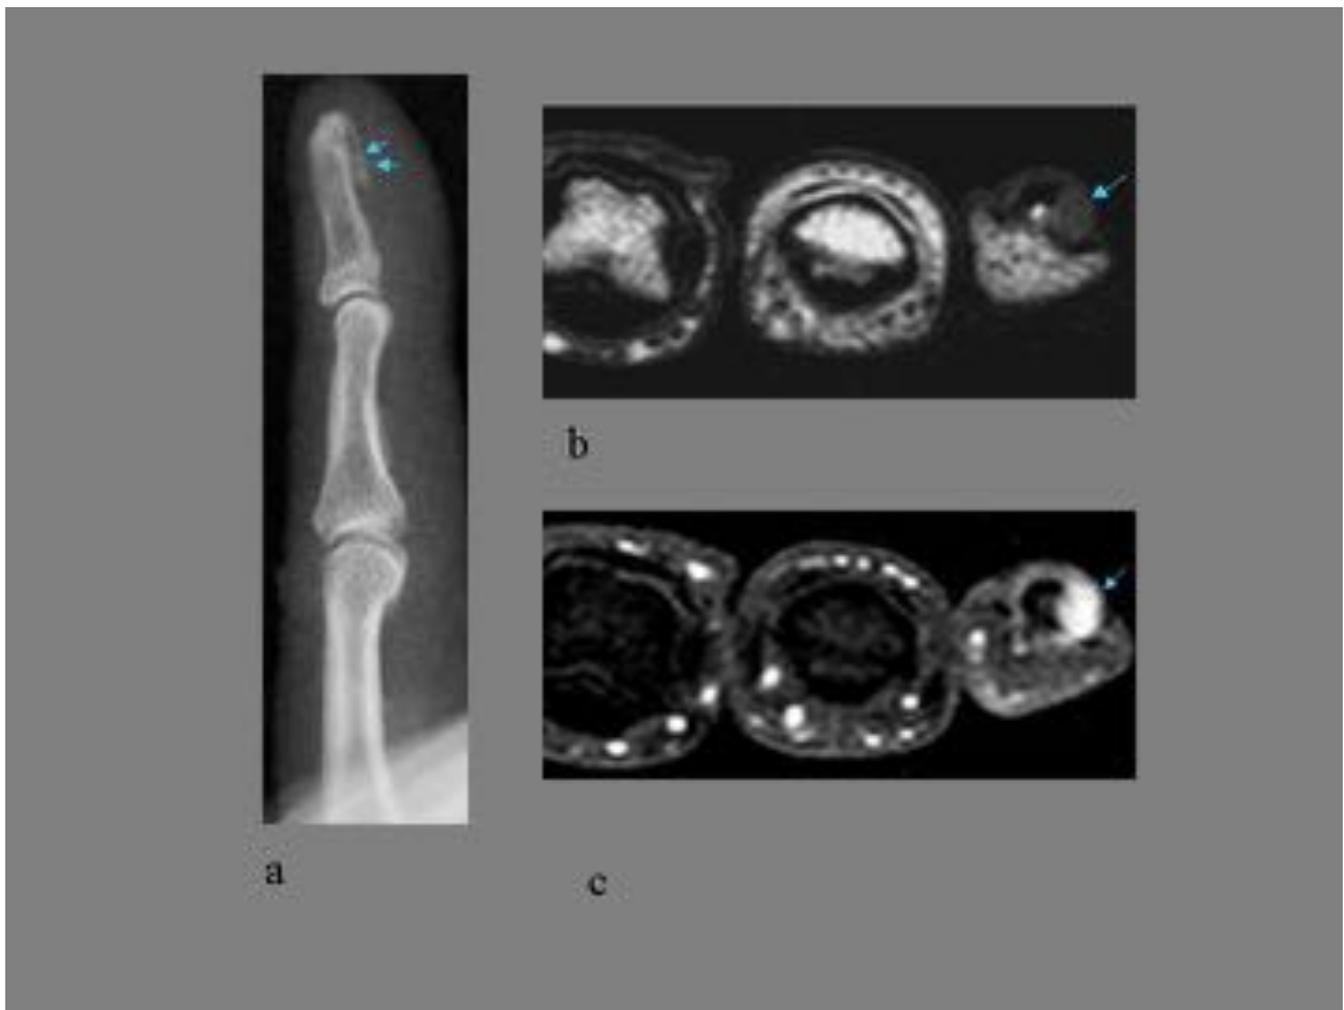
Tumor glómico: (a) Rx Lat: falange distal del 5º dedo, se observa borde ligeramente escleroso. RM planos axiales (b) secuencia T1: lesión redondeada hipointensa, (c) T1-stir-gadolinio: intenso realce de la lesión.
